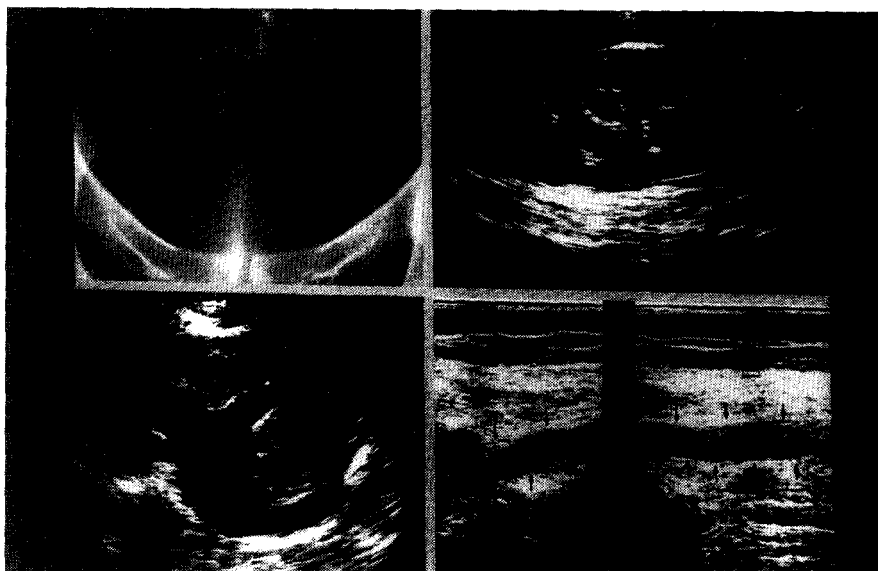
Rx simple y Ecografía: Uropatía obstructiva en la vía excretora derecha.
